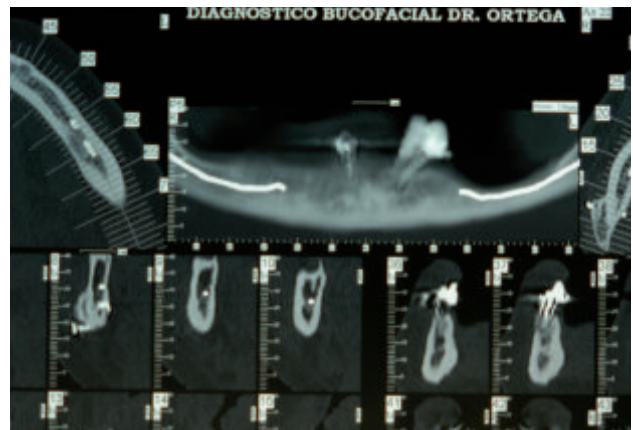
Corte panorámico del TAC mandibular solicitado a la paciente.
